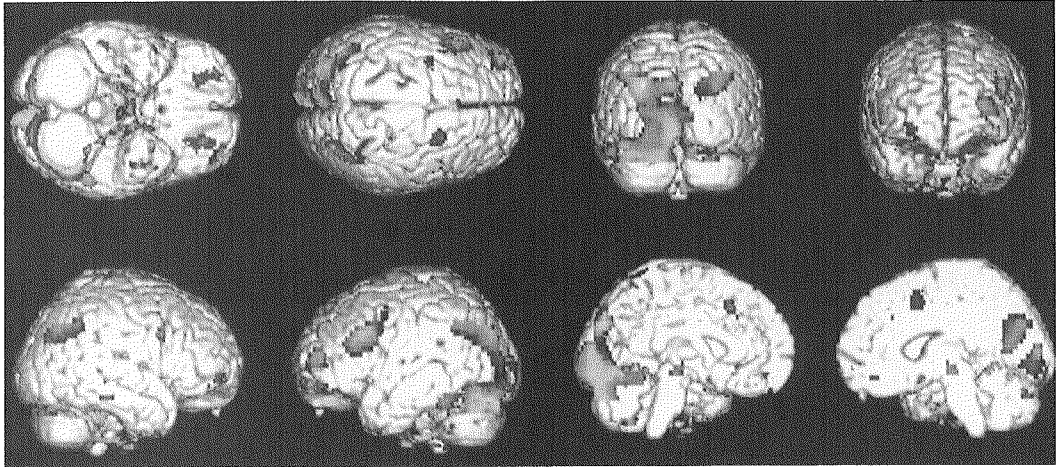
ウイスコンシンカード分類テストによって賦活される部位。賦活部位を三次元再構成MRIに投射したものを、前頭部以外に二次視覚野や頭頂部の賦活がみられる。
